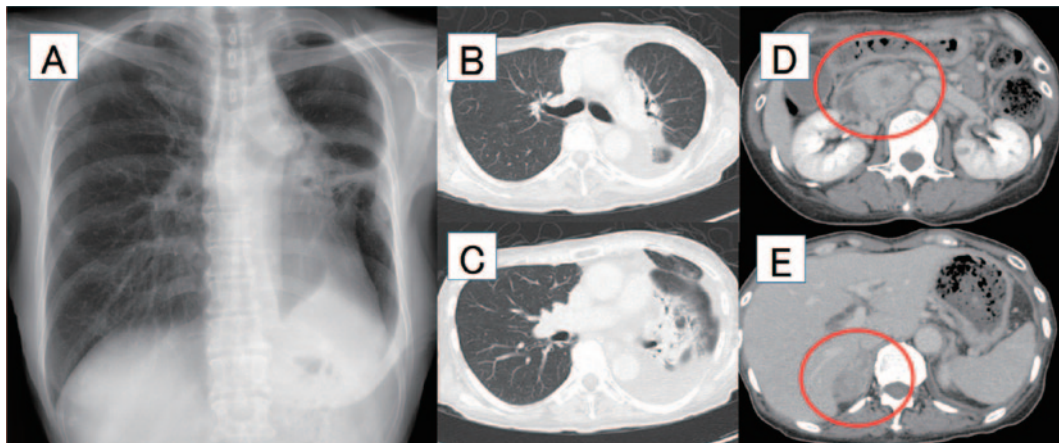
入院時胸腹部画像所見. (A) 胸部単純X線写真. 左中肺野に索状影を認めた. (B, C) 胸部造影CT. 左上下葉の縦隔側に浸潤影を認めた. 肺野に明らかな結節影は認めなかった. (D, E) 腹部造影CT. 膵臓転移所見と右副腎転移所見を認めた (赤丸内).
